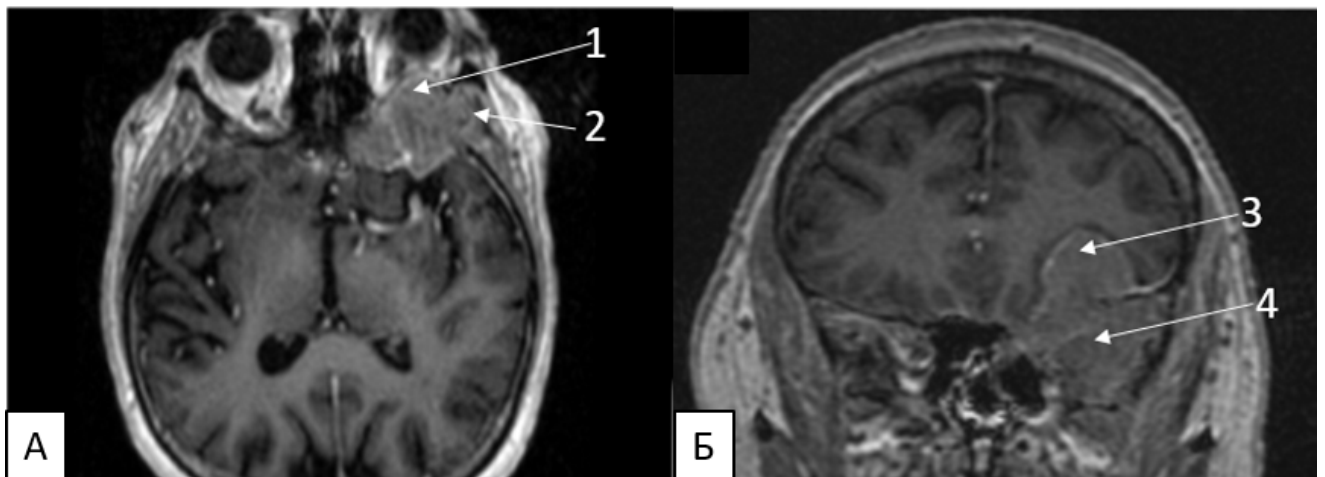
МРТ с внутривенным контрастированием: А) аксиальный срез. 1 - мягкотканый экстракраниальный фрагмент опухоли в глазнице, 2 - в височной и подвисочной ямках; Б) фронтальный срез. 3 - интракраниальный фрагмент опухоли в ПЧЯ, 4 - в СЧЯ
